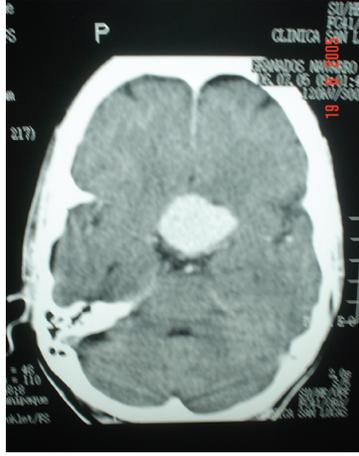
TAC con medio de contraste que demuestra masa en región selar.
